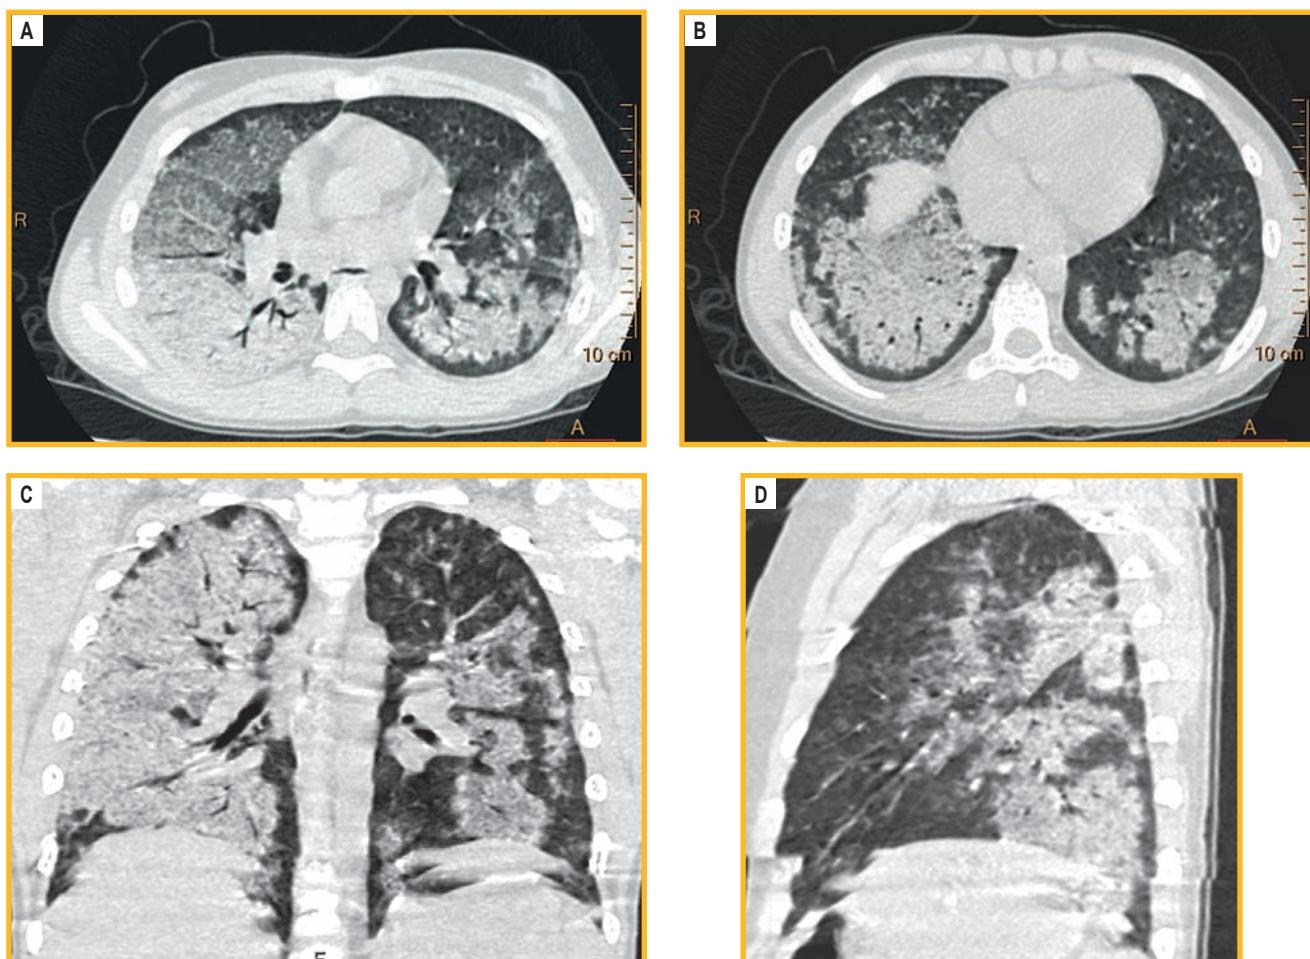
Компьютерная томография легких: массивные двусторонние участки альвеолярно-интерстициальных изменений в обоих легких, на фоне которых прослеживаются просветы бронхов: А – аксиальные срезы на уровне средних отделов легких; В – аксиальные срезы на уровне нижних отделов легких; С – многоплоскостные реформации в коронарной проекции на уровне левого легкого; Д – многоплоскостные реформации в сагиттальной проекции
